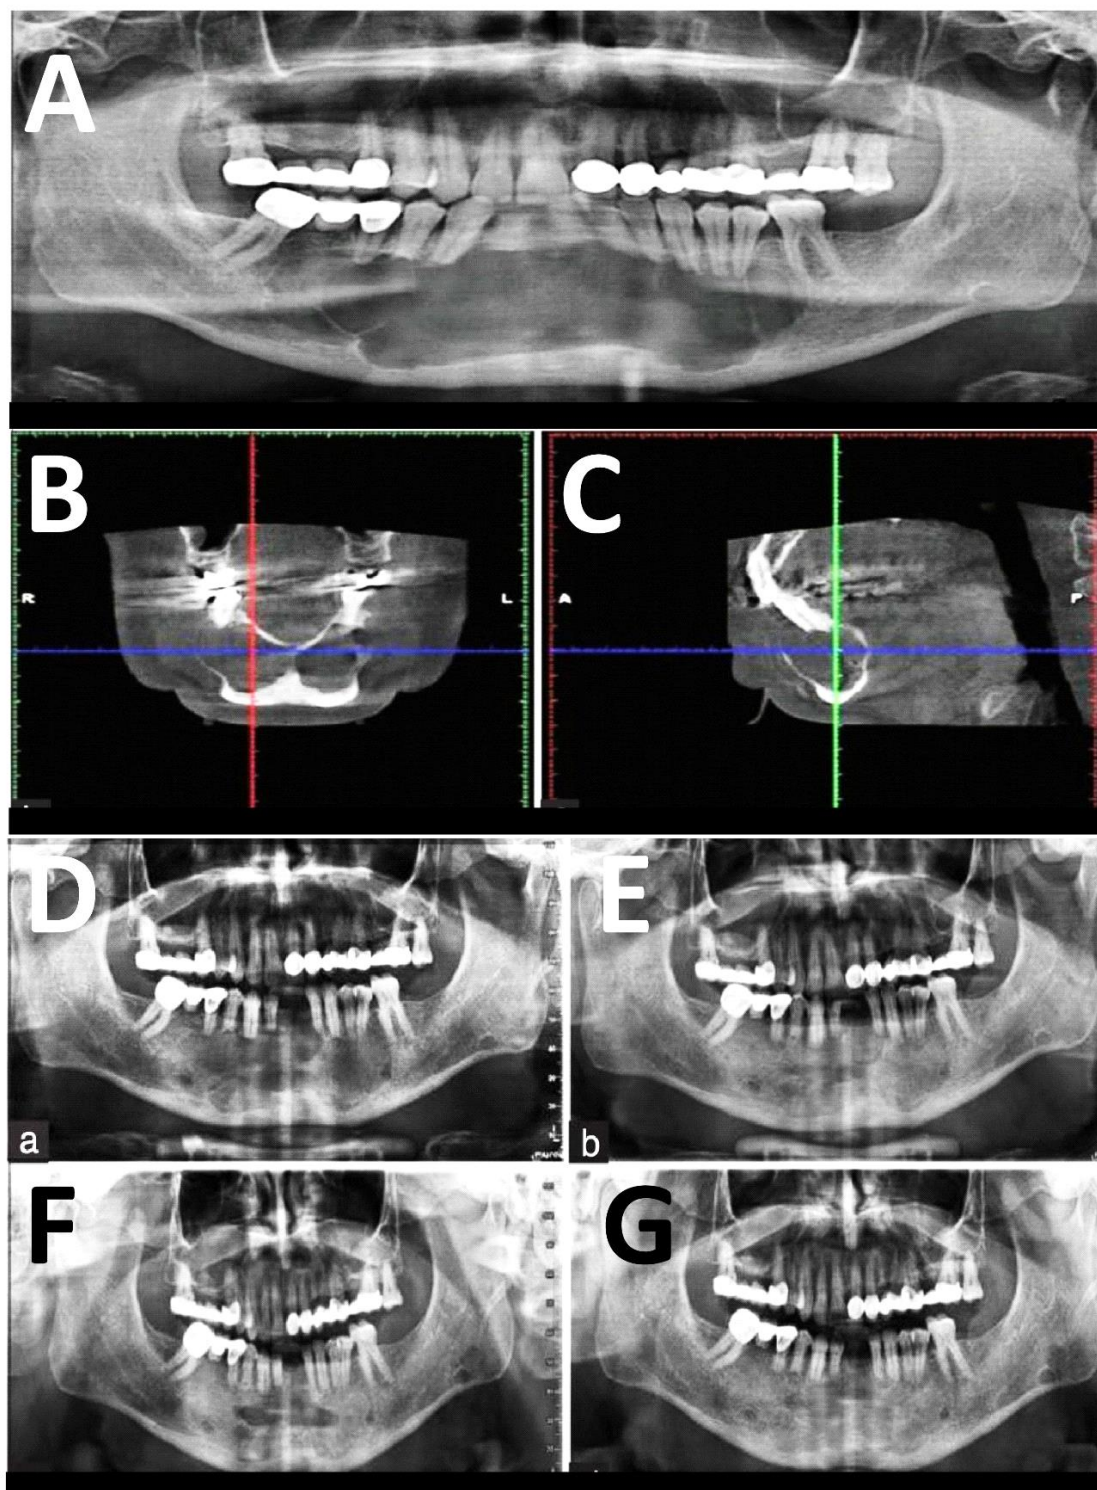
A. Radiografia panorâmica com área radiolúcida extensa, do dente 36 até o 47 e reabsorções radiculares dos dentes 33 ao 45. B e C. Tomografia computadorizada em reconstruções coronal e sagital, com grande área hipodensa, causando adelgaçamento e expansões das corticais ósseas vestibular e lingual e rompimento da cortical vestibular. D e E. Radiografias panorâmicas após 10 e 24 meses de marsupialização. F. Logo após a enucleação. G. Dezesesseis meses após a enucleação.
